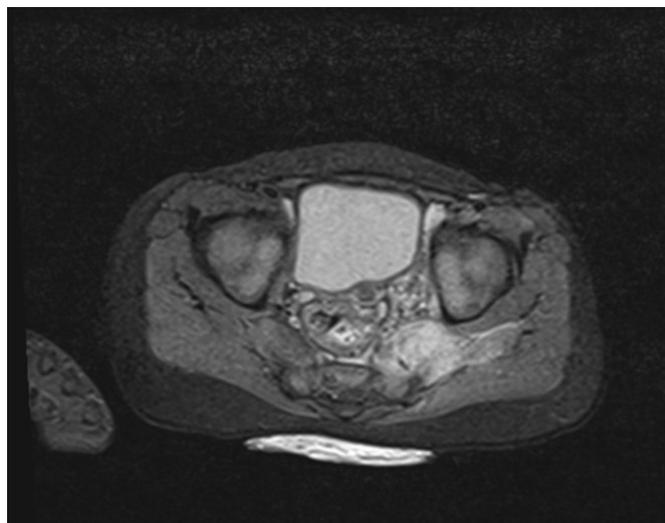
Abscesso no psoas esquerdo em RMN pélvico
